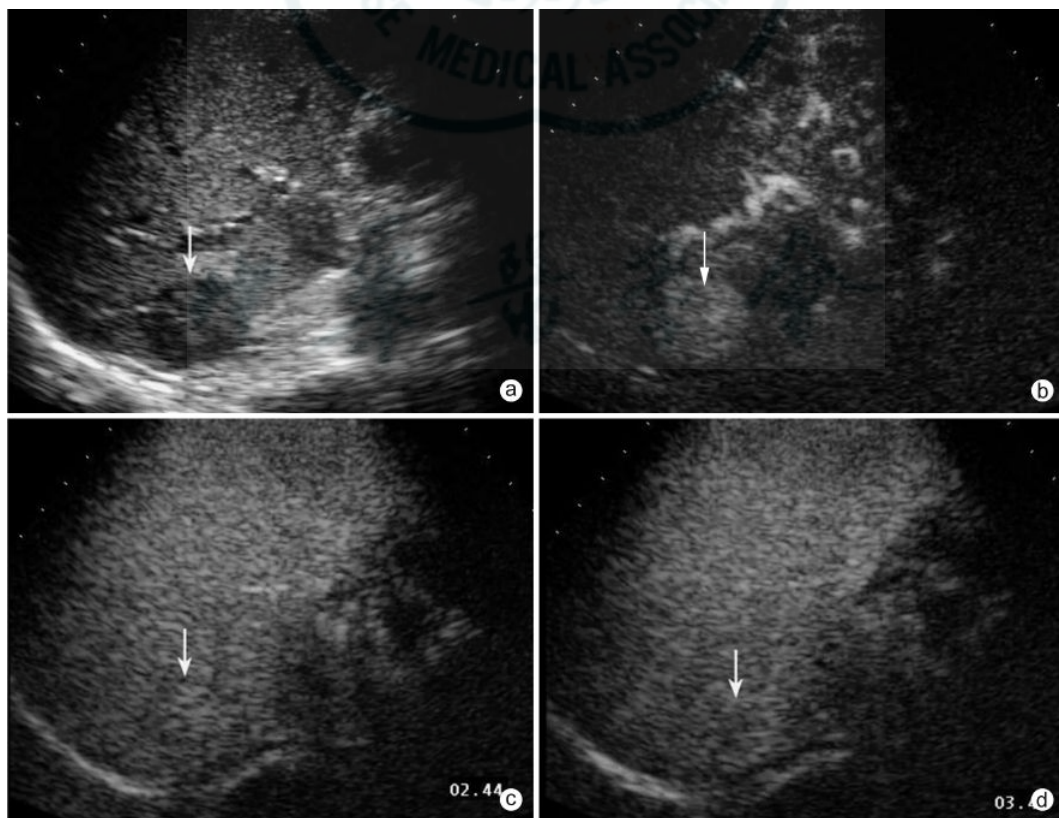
不典型肝血管瘤,男,38 岁,体检发现肝占位 a:US 可见肝右叶一低回声病灶(↑),边界较规整清晰;b:CEUS 动脉期肝右叶病灶呈整体增强(↑);c:至 164 s,病灶仍呈轻度增强(↑);d:至 223 s,可见病灶内局部造影剂轻度退出(↑),造影后仍难作出定性诊断,经增强 CT 确诊为血管瘤
